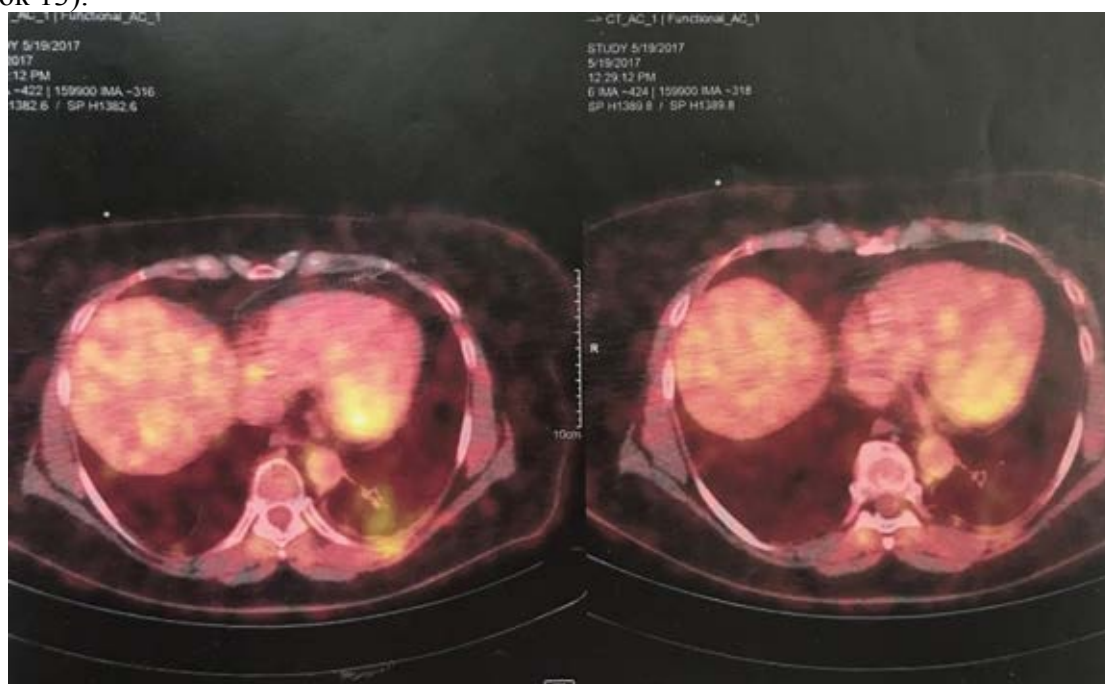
Изменения в печени и миокарде при проведении ПЭТ-КТ исследования
